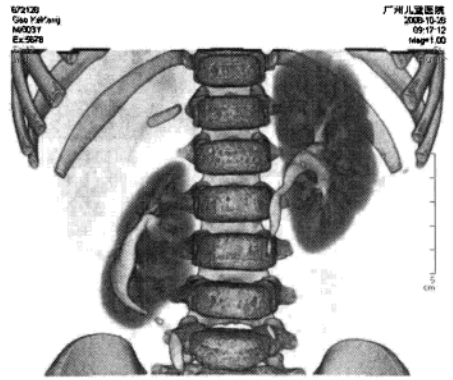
64 层 CT 扫描 VR 重建示右肾轴旋转
